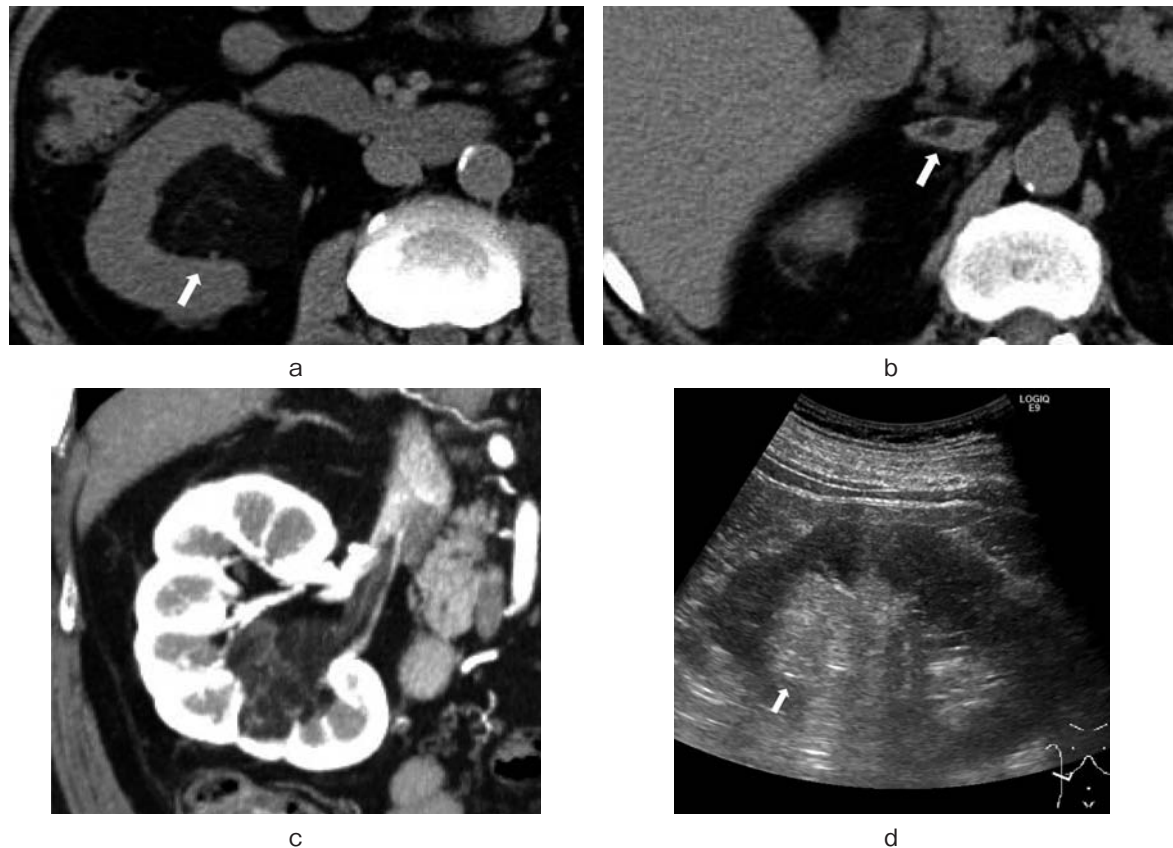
a: Plain CT showed right renal tumor with fat concentration (arrow). b: Plain CT showed tumor invasion to inferior vena cava (arrow). c: Enhanced CT showed right renal tumor with cord-like structure. d: Ultrasonography showed tumor with indistinct margins in the renal sinus (arrow).
